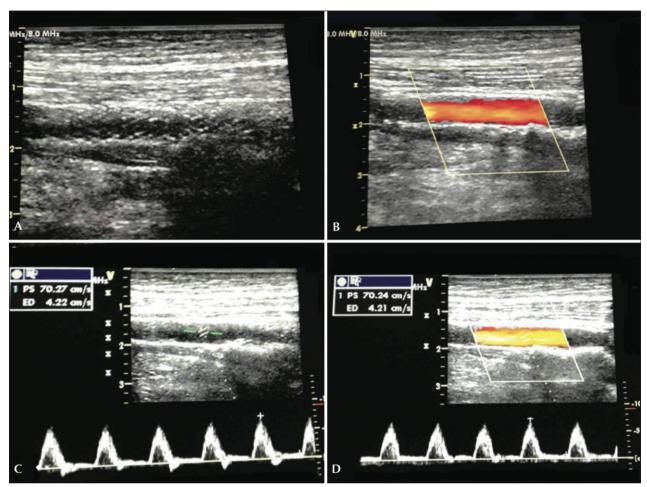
Control ultrasonográfico a los 6 meses de stent implantado en segmento medio de arteria poplítea. (A) Imagen en modo B, sin señales sugestivas de fractura de stent. (B) Imagen en modo color, demostrando flujo laminar, sin remolino y sin señales de hiperplasia neointimal. (C) Ultrasonido Doppler demostrando curva espectral de velocidad en arteria nativa. (D) Ultrasonido Doppler demostrando curva espectral de velocidad intrastent con velocidad de 70 cm/s y relación de velocidad de 1.
